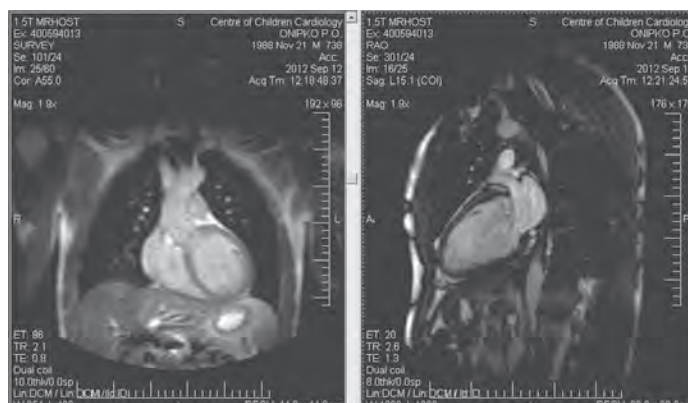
МРТ сердца пациента О., 25 лет. Расширение левых отделов сердца, миокард неравномерно истончен, в большей степени – в апикальных сегментах, трабекулярность субэндокардиальных отделов усилена, диастолическое соотношение компактной и некомпактной части составляет 3.1 (3.5/11мм).
